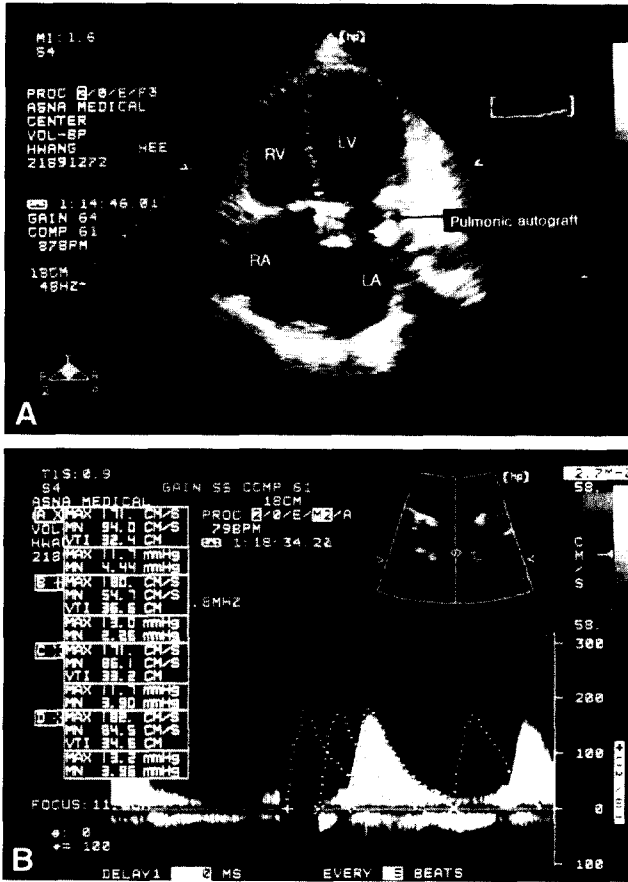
Immediate postoperative transthoracic echocardiogram. (a) Apical four chambers view. (b) Mean transvalvular pressure gradient was about 3.6mmHg, and no paravalvular and transvalvular regurgitation were detected.
